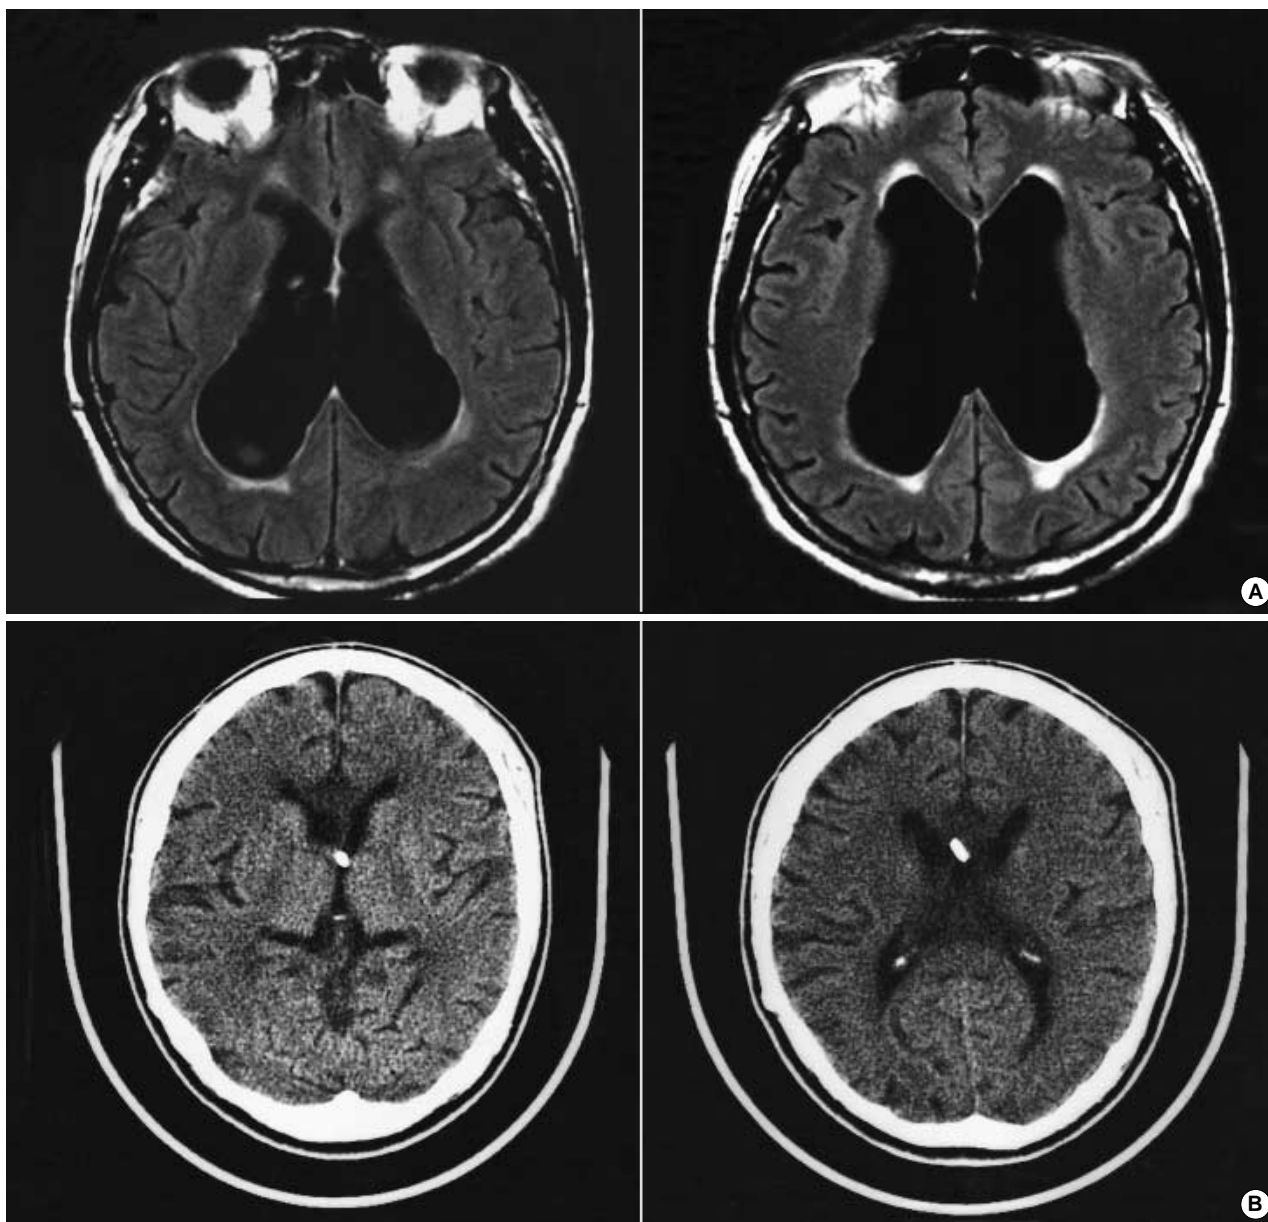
Brain images of the patient. A: Brain MRI (FLAIR) before shunt operation showed enlarged ventricular system. B: Brain CT after shunt operation revealed reduced ventricle size.
